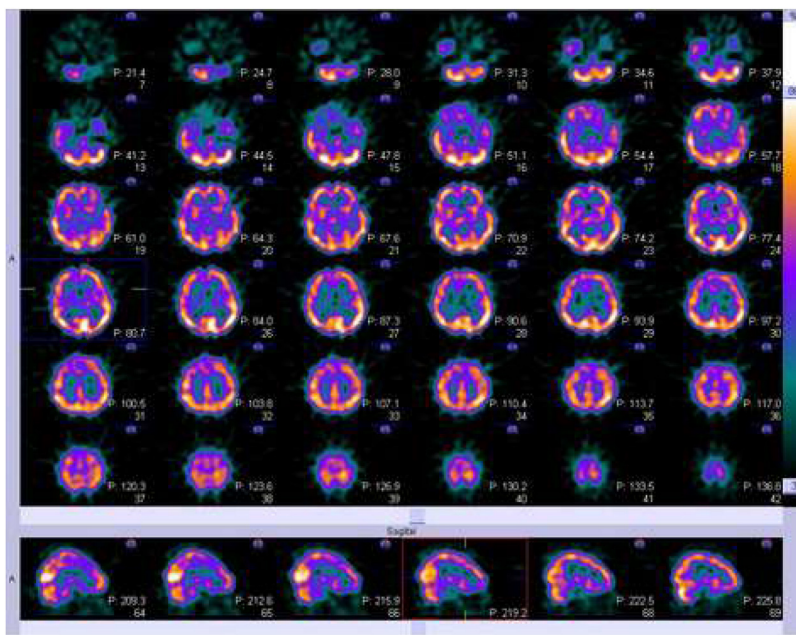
SPECT cerebral de la paciente del caso 2. Se evidencian múltiples áreas de hipoperfusión en la corteza frontal, parietal y temporal de predominio izquierdo. Además de los ganglios basales, cíngulo anterior y posterior con atrofia subcortical. El estudio se realizó con el radionucleótido ^{99m}Tc a dosis de 25 mCi, y las imágenes se adquirieron a los 60 min de administrado el radiofármaco. SPECT: tomografía computarizada por emisión monofotónica.
